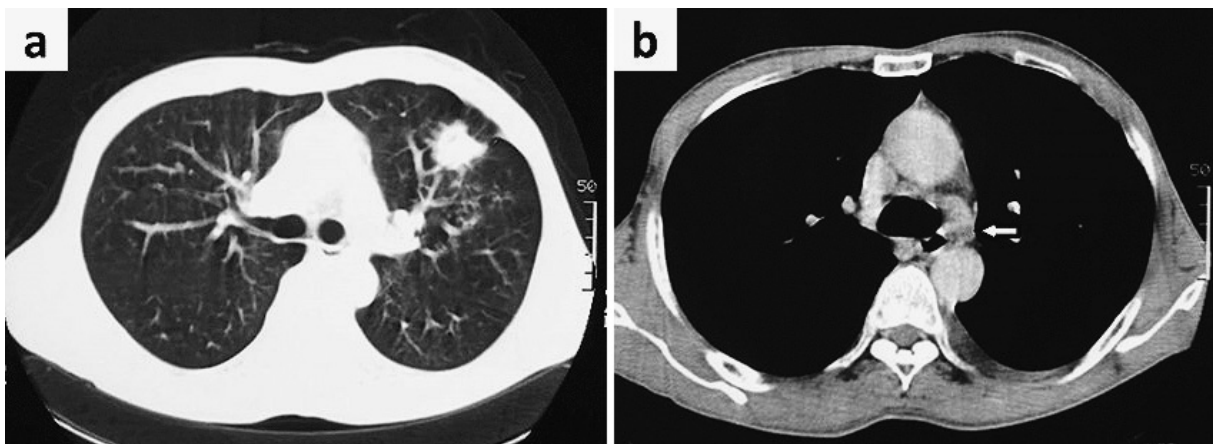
Chest CT in 1992 revealed a primary tumor of the left upper lobe and metastatic lymph nodes. a: The primary tumor of the left upper lobe. b: Metastatic lymph nodes (#6).
